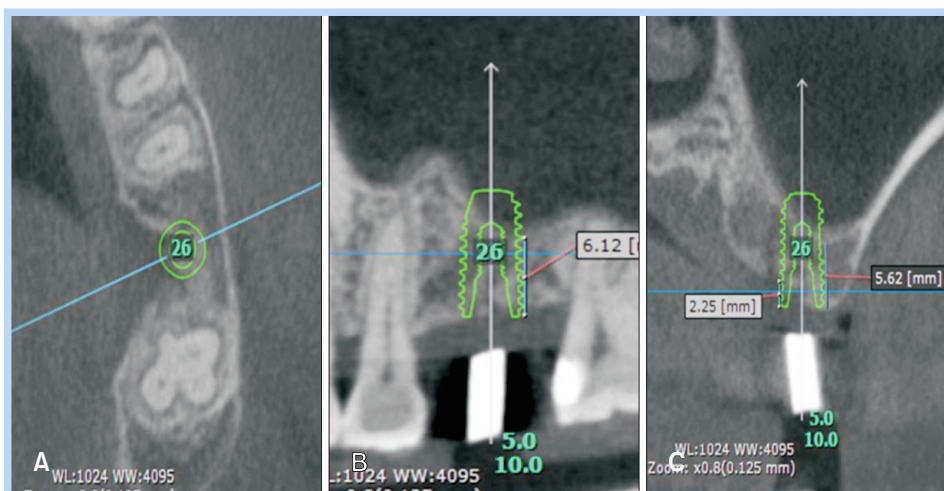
Cone-beam computed tomography pre-implant assessment, (A) Axial view, (B) Sagittal view, (C) Coronal view.
